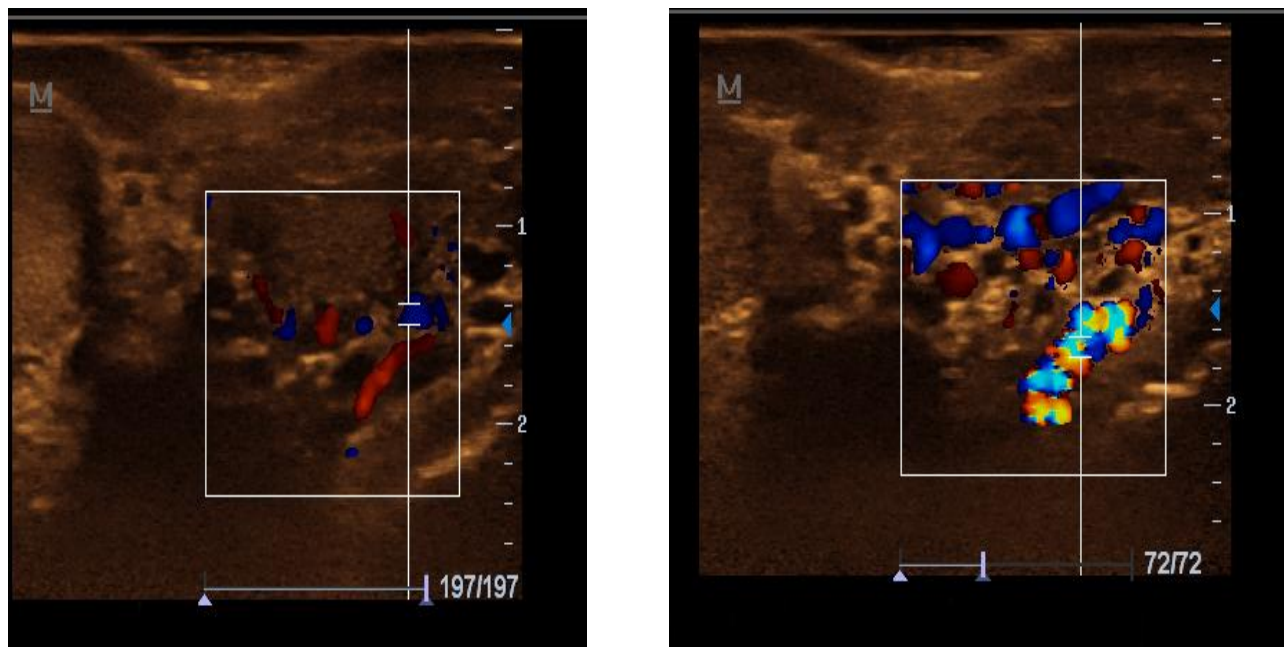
УЗИ яичек со цветным доплеровским картированием сосудов.
